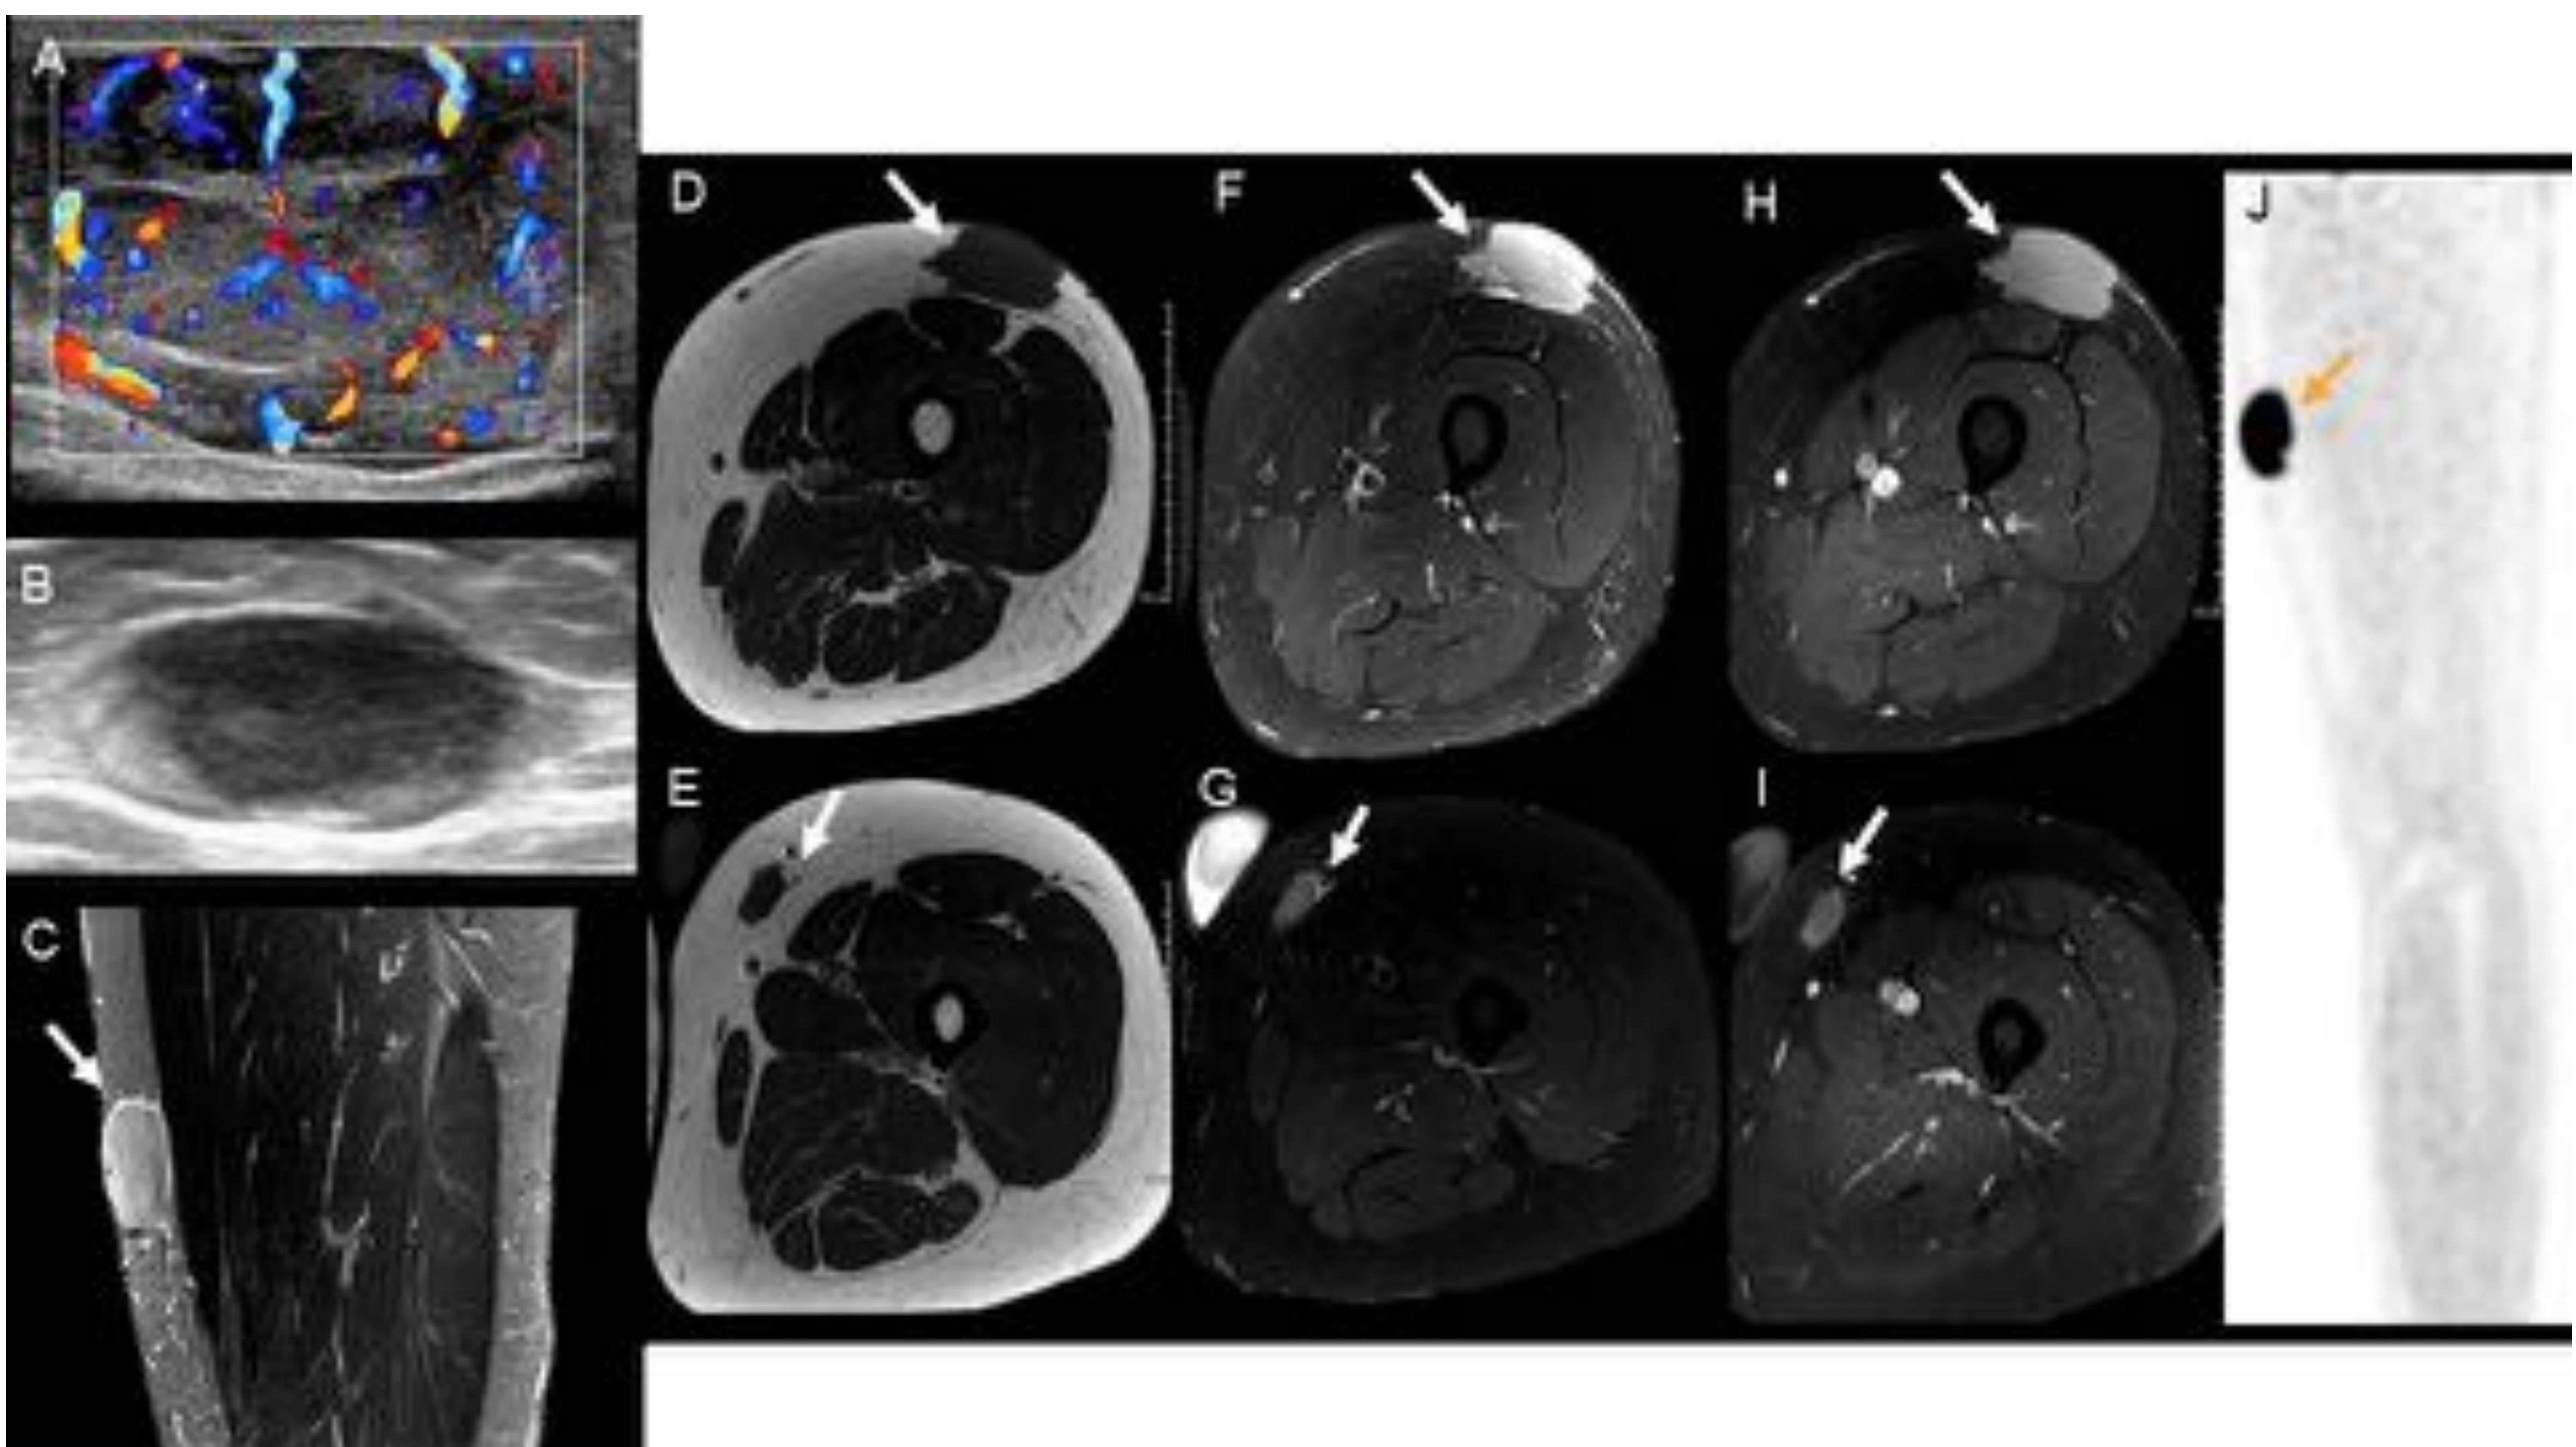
Linfoma primario en el tejido celular subcutáneo del muslo izquierdo. Imágenes de ecografía que muestran un nódulo subcutáneo en la región anterolateral del muslo, ovalado, heterogéneo e hipervascular, junto con otro pequeño nódulo subcutáneo de localización medial y craneal al anterior (A,B). RM secuencia sagital STIR (C) y secuencias axiales potenciadas en T1 (D,E), T2 con supresión grasa (F,G) y T1 con supresión grasa tras la administración de contraste (H,I) que evidencian los dos nódulos subcutáneos, isointensos al músculo en T1 e hiperintensos en T2, con marcado realce homogéneo. El de mayor tamaño se encuentra en contacto con la fascia superficial, sin sobrepasarla. Marcado hipermetabolismo de la lesión de mayor tamaño en la ^{18}F -FDG-PET (flecha naranja en J). La anatomía patológica reveló un linfoma no Hodgkin de células B tipo folicular.
